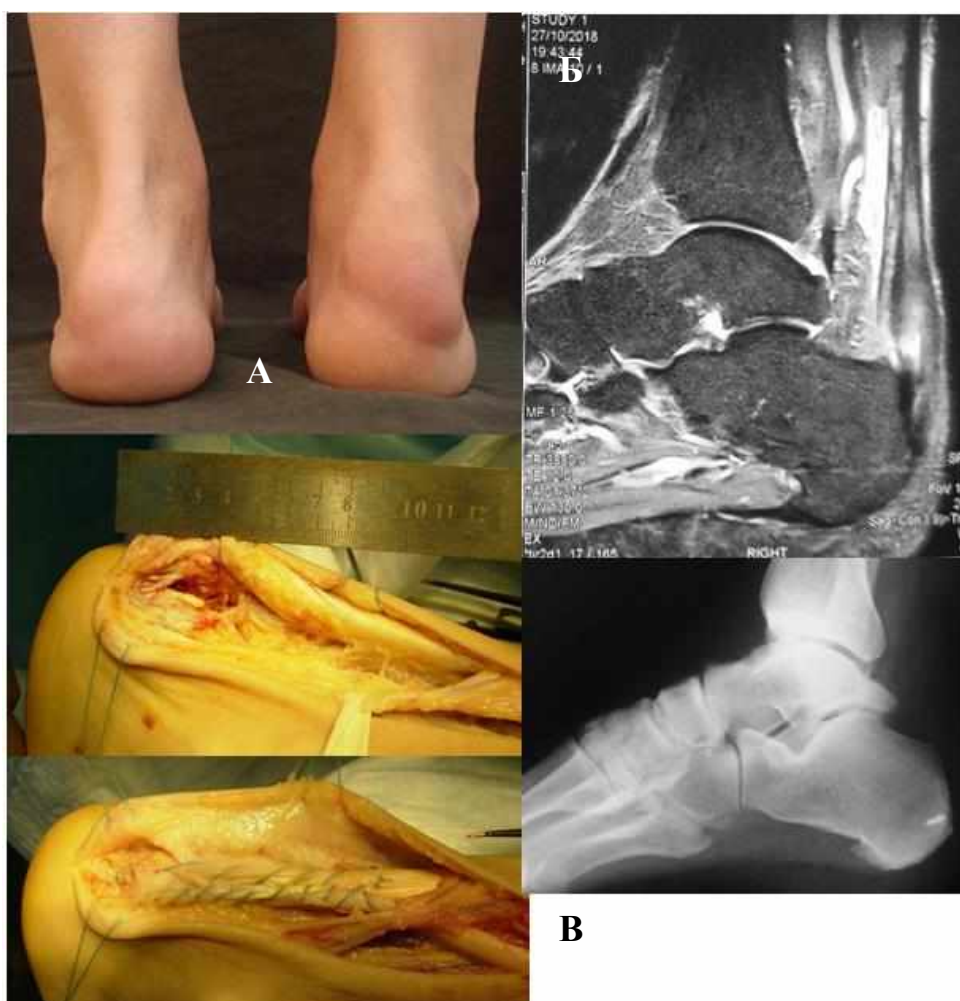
П-т Т., 1953 р.н., № і.хв. 556126. Д-з: Ахіллобурсит. Застарілий дегенеративний відрив Ахіллового сухожилка в місці кріплення до п'яtkового бугра. Анамнез лікування підшовного фасціїту. А, Б – вигляд заднього відділу стопи та МРТ, В – інтраопераційний вигляд АС до та після відновлення; рентгенограма після операції.
